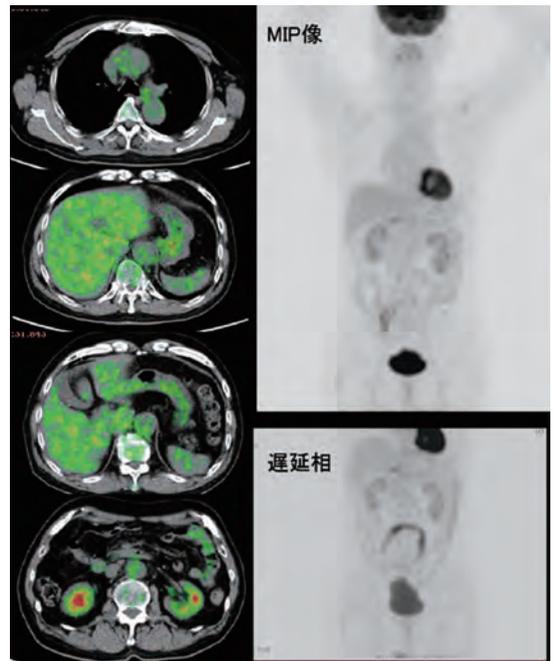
FDG-PET/CT(MTX内服中止3ヶ月後)
